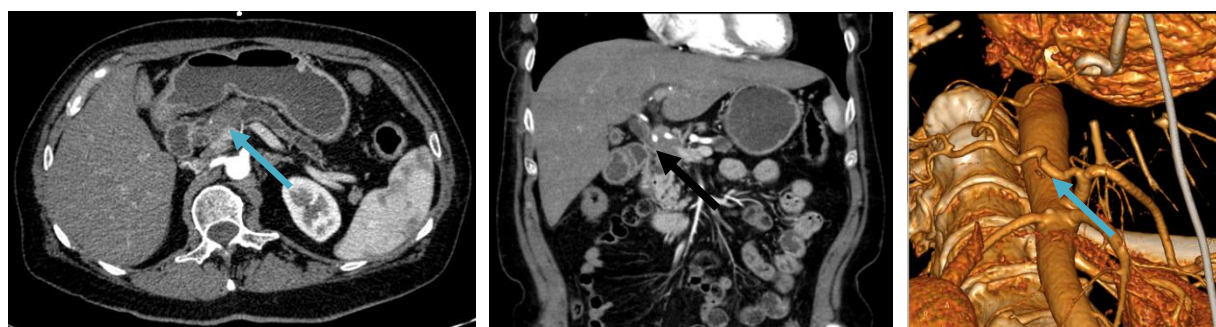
Пациентка С., 62 года. МСКТ органов брюшной полости. Опухоль головки ПЖ с тесным прилеганием к воротной вене. А. Аксиальный срез. Б. Фронтальный срез. В. Трехмерная реконструкция магистральных артерий брюшной полости. Неровность контуров общей печеночной артерии.
